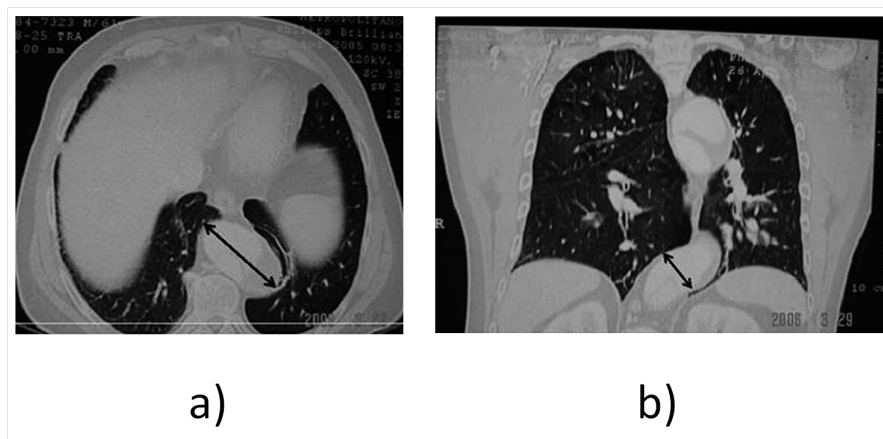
Mesure erronée du diamètre maximal due à la tortuosité d'un anévrisme abdominal entre a) un plan axial qui va surestimer le diamètre en comparaison avec b) un plan coronaire par IRM. (Elefteriades et Farkas, 2010).
